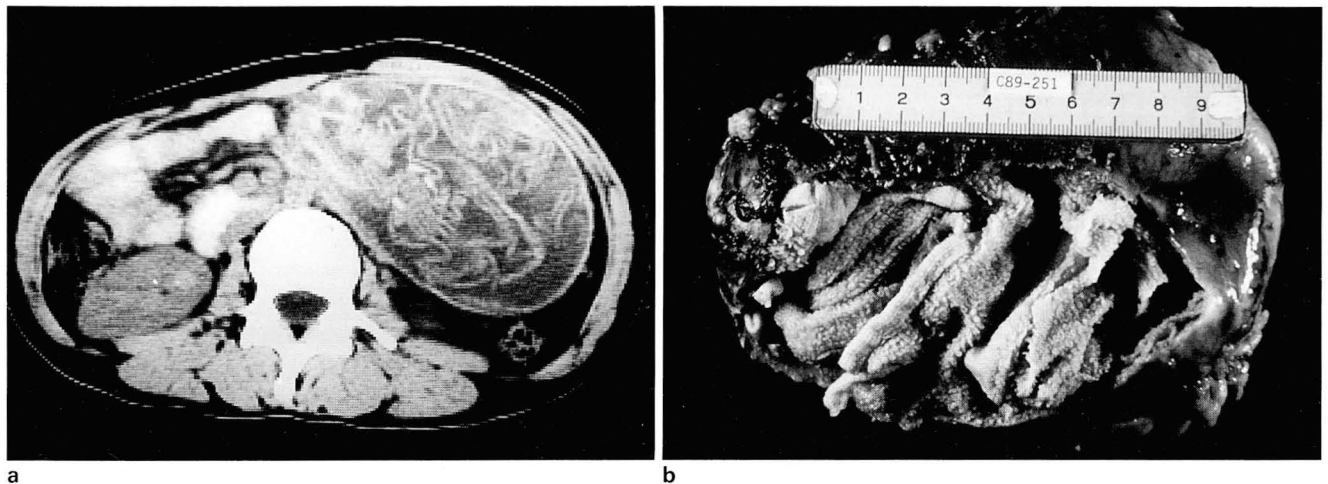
a. Abdominal CT scan revealed huge ovoid hypodense mass with enhanced peripheral rim. Calcific spots and whirl-like stripes were noted within the lesion.
